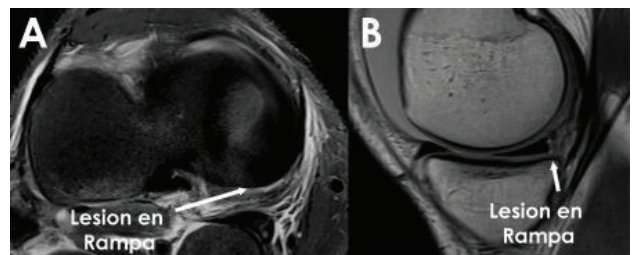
RMN de lesión en rampa meniscal A) corte axial B) corte sagital.
